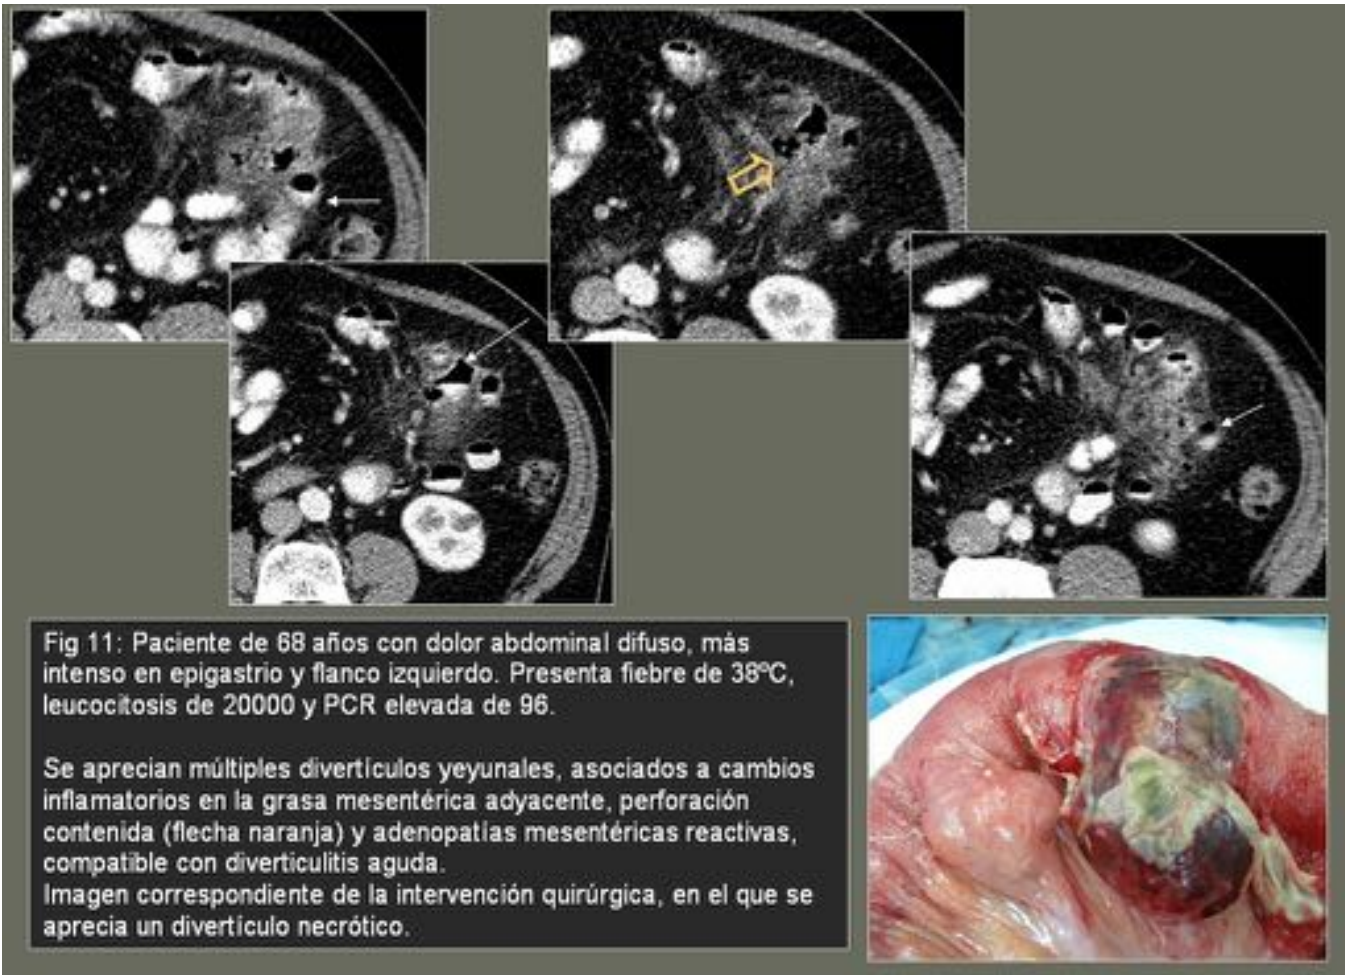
TC Y PIEZA QUIRÚRGICA. DIVERTICULITIS YEYUNAL NECRÓTICA PERFORADA.
